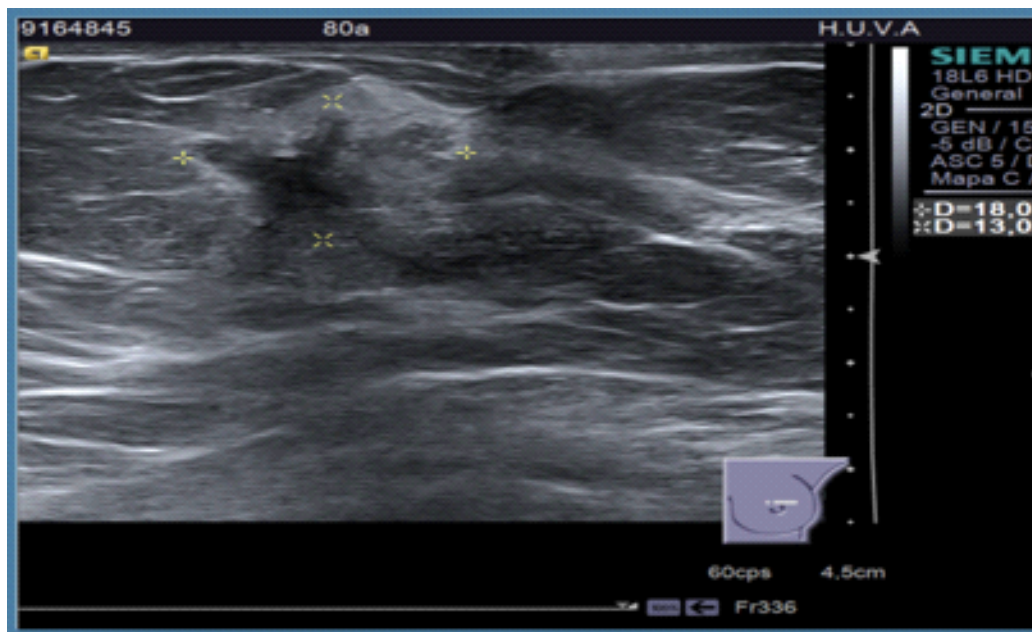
ecografía de cáncer infiltrante de mama.
